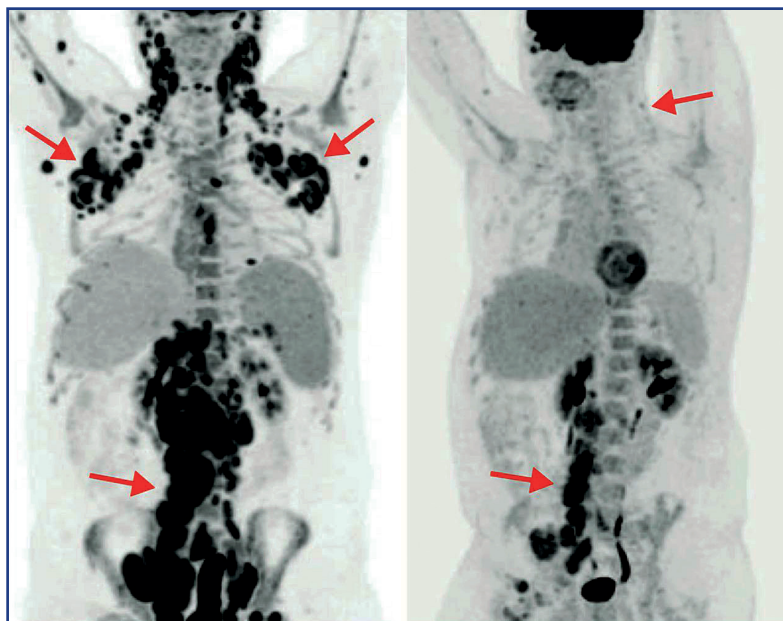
Оценка 5 баллов по шкале 5D: а – до лечения, б – промежуточное ПЭТ/КТ. Стрелками указаны зоны поражения [20]
